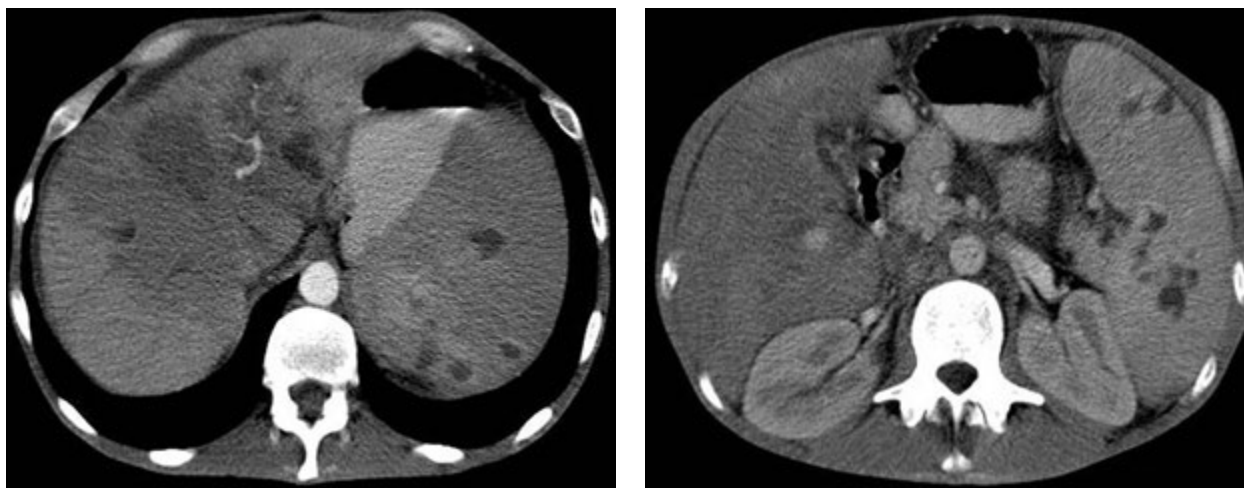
Гепатоспленомегалія із множинними вогнищами деструкції у печінці та селезінці (КТ)
